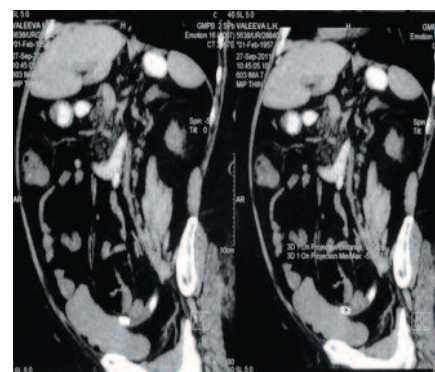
Больная М., 54 лет. Компьютерная томограмма. Визуализируются два конкремента нижней трети левого мочеточника
